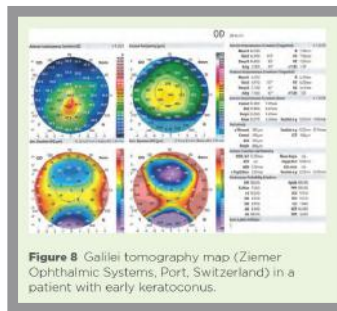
Galilei tomography map (Ziemer Ophthalmic Systems, Port, Switzerland) in a patient with early keratoconus.
